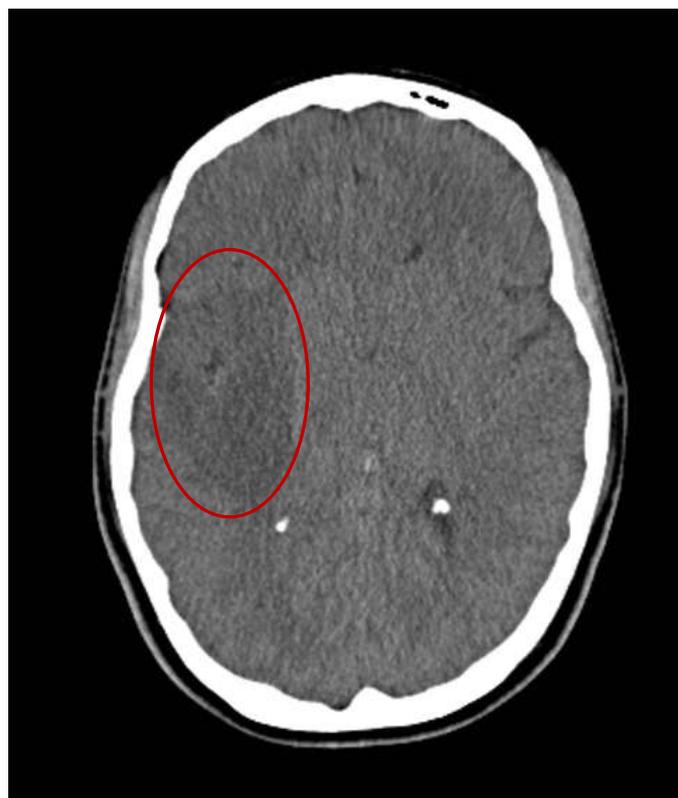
Imagem da ressonância magnética mostrando o local do tumor
